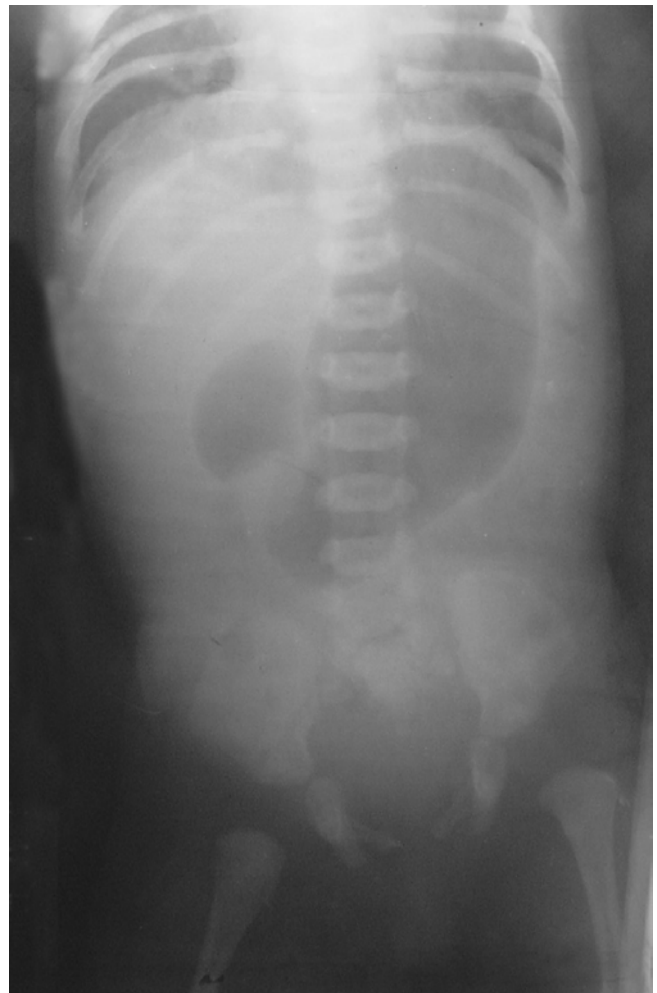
Neonato con obstrucción intestinal alta. En la radiografía simple de abdomen se observa gran distensión de la silueta gaseosa gástrica, asociada a dilatación de la mitra o bulbo duodenal, dando la apariencia de doble burbuja.
